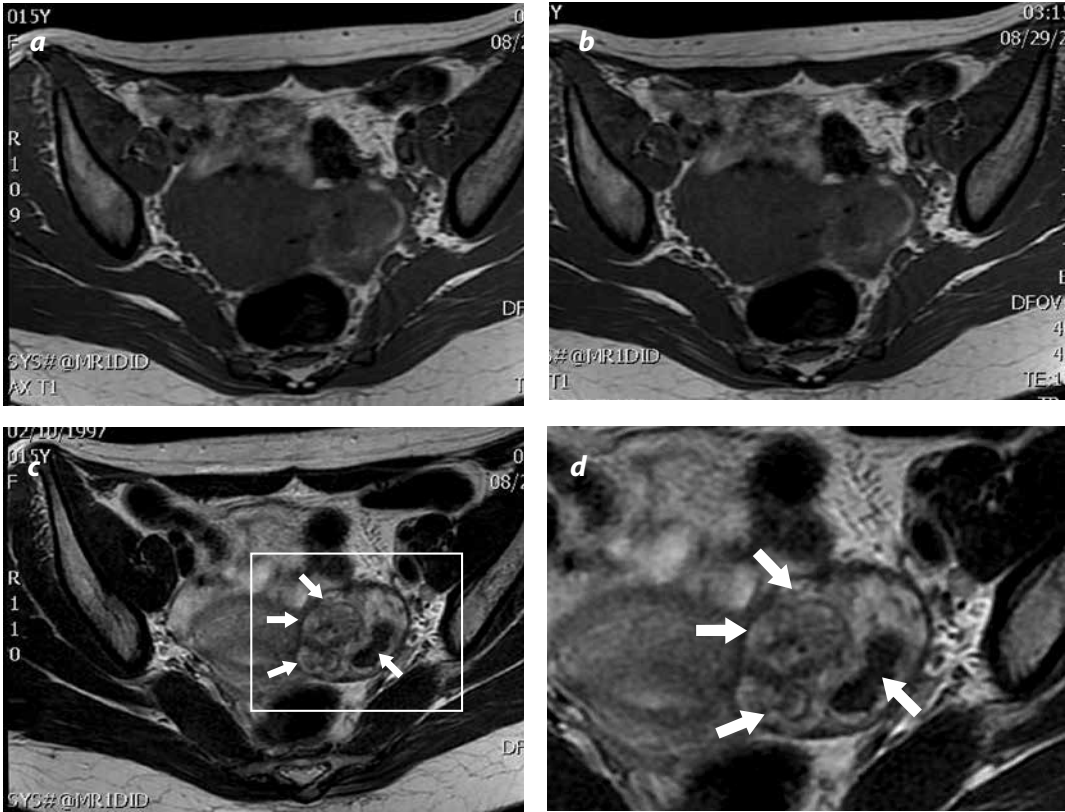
Imágenes de RM. a) Corte axial con información en T2. Se observa cavidad endometrial vacía. Masa anexial izquierda heterogénea. b) Corte axial con información en T1 que muestra hiperintensidad periférica compatible con hemorragia. c) Corte axial con información en T2. Se observa una masa anexial izquierda con una imagen compatible con un polo embrionario y reacción decidual. d) Imagen magnificada del recuadro en la figura c.
